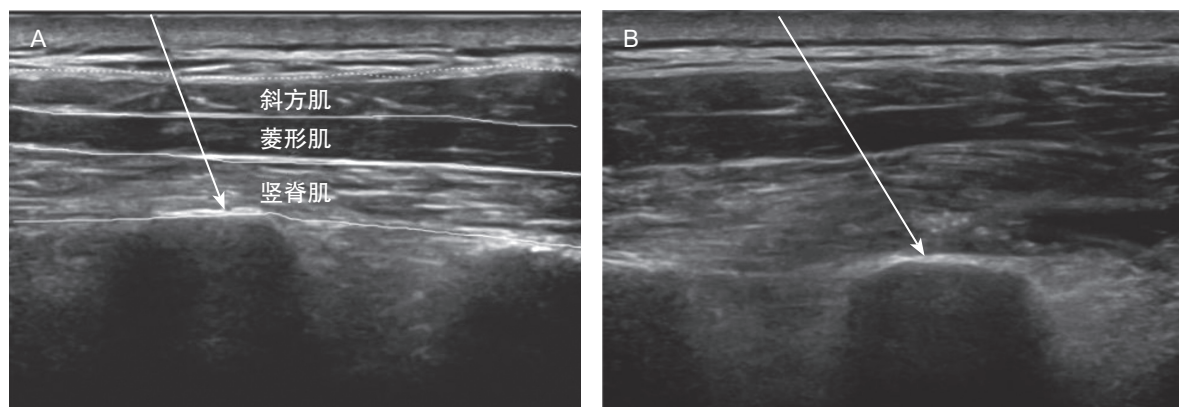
椎旁矢状位横断面扫描超声引导穿刺注药^[14]
